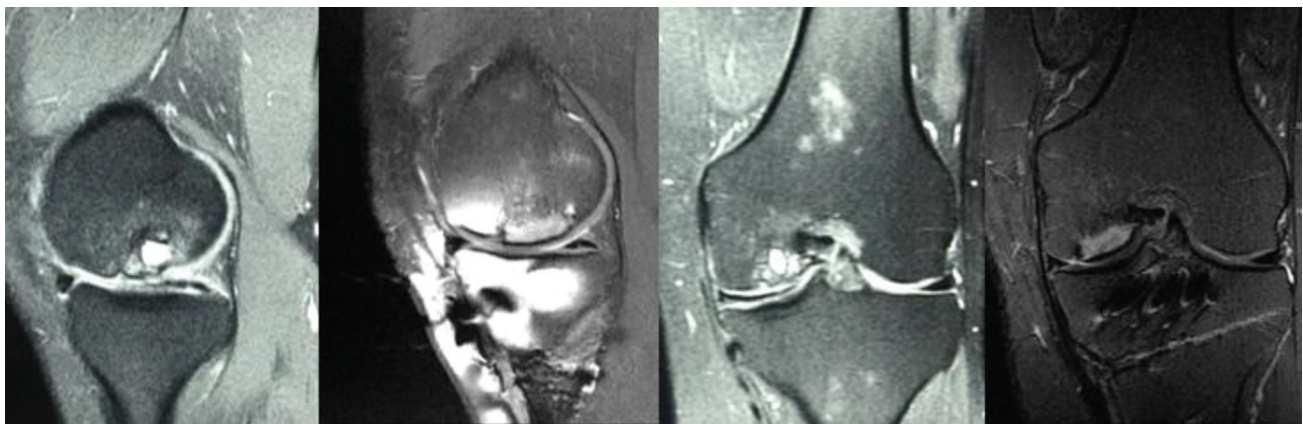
Sequência de imagens da ressonância nuclear magnética, cortes sagital e coronal, evidenciando a integração do aloenxerto após 1 ano de pós-operatório. Artefato metálico associado é observado devido matéria de fixação da osteotomia.
